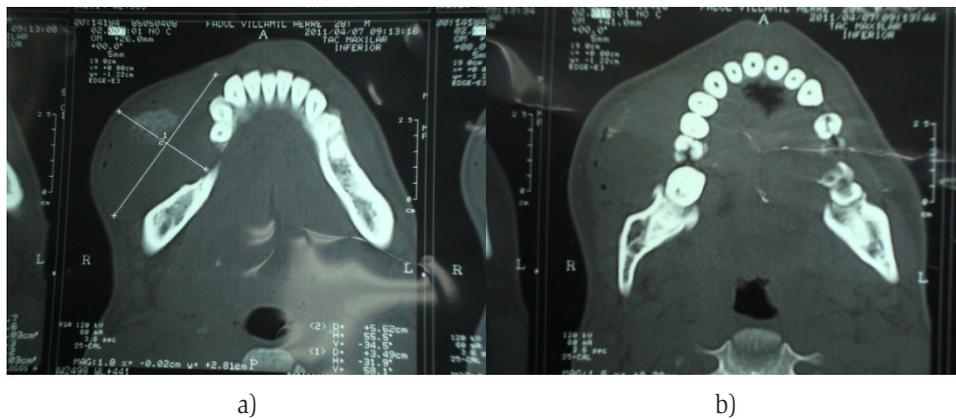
a), b). TAC de maxilar inferior; cortes horizontales que muestran la magnitud de la lesión.
